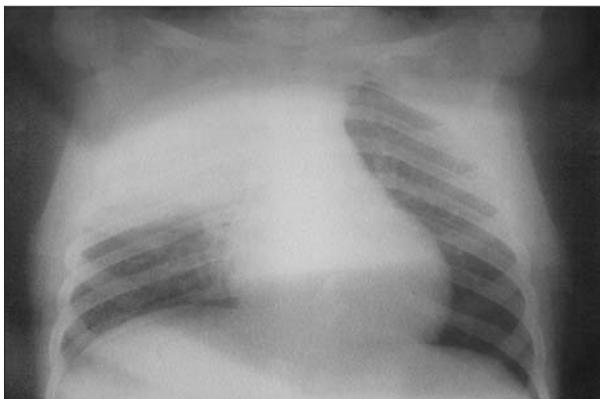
Neumonía neumocócica bacteriémica. Radiografía de tórax: condensación en lóbulo superior derecho; el hemocultivo fue positivo para neumococo.
